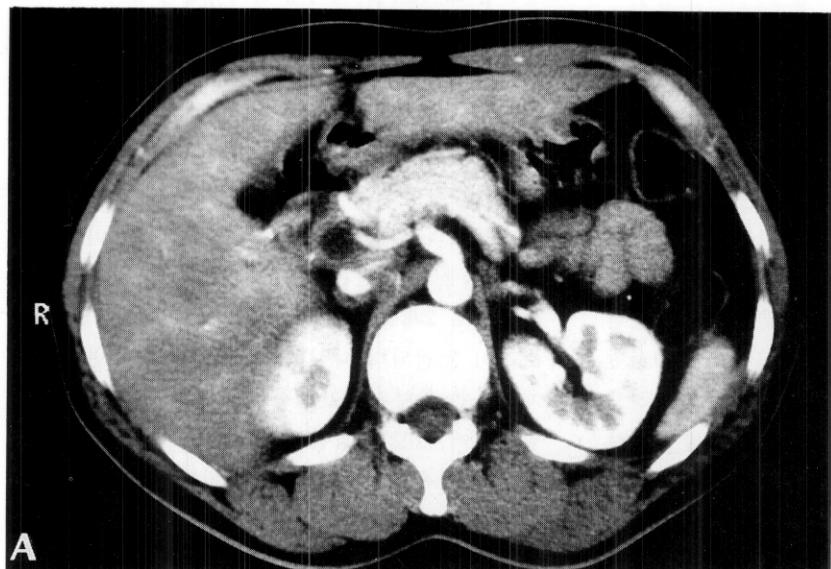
CT scan showing a dilated extrahepatic bile duct and metallic densities in its wall(A) and in the distal lumen(B).
